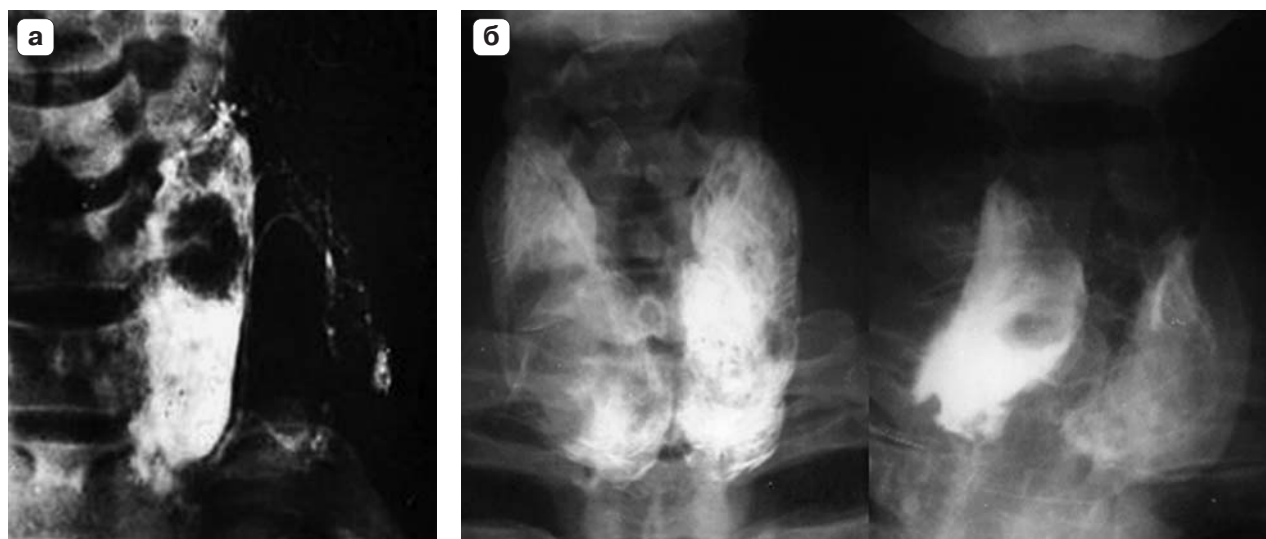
а – рентгеноконтрастная непрямая лимфограмма с введением контрастного вещества в левую долю ЩЖ; б – рентгеноконтрастные непрямые лимфограммы с раздельным введением контрастного вещества в обе доли ЩЖ.
